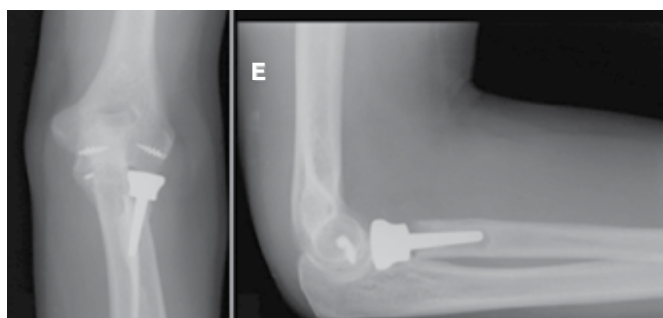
Radiografia pós-operatória em incidência.
